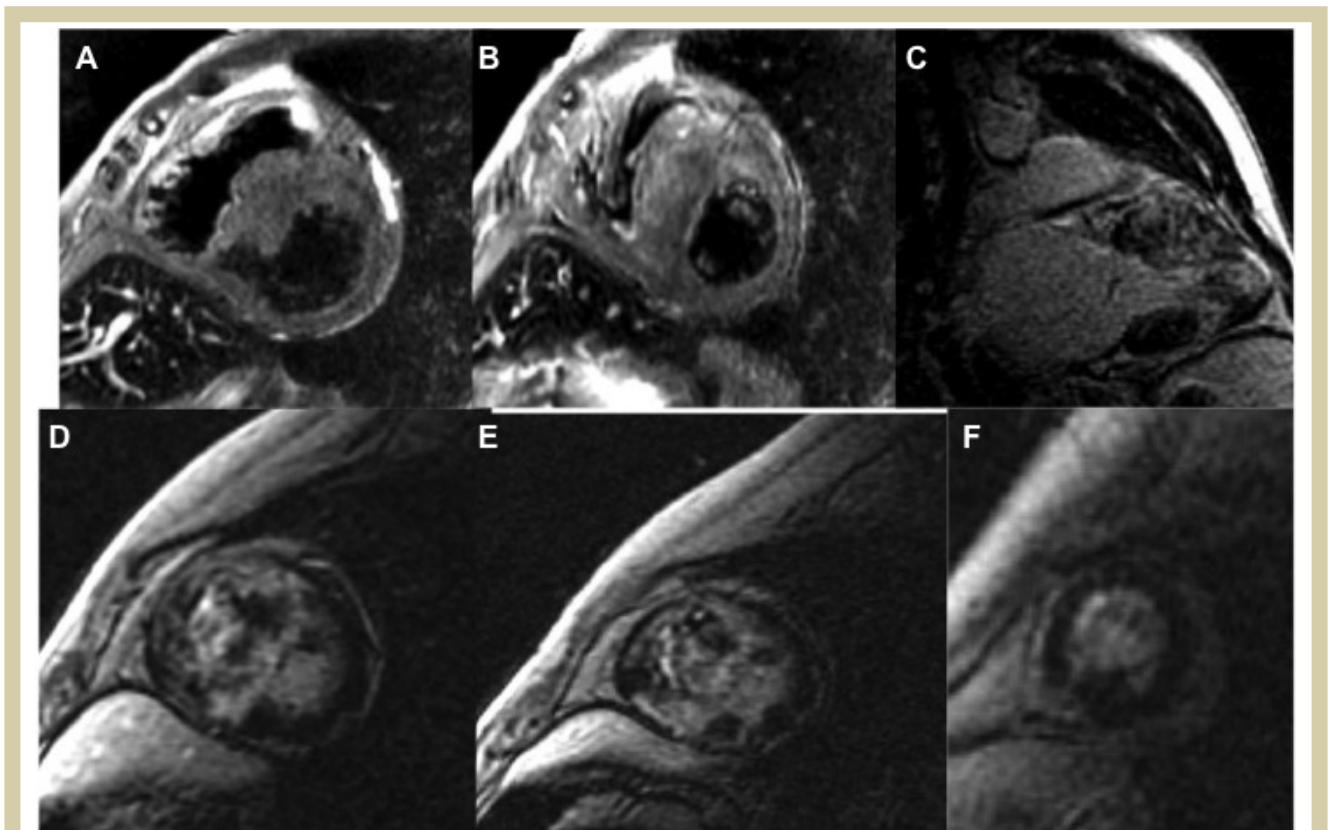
Imagen obtenida mediante resonancia nuclear magnética de un paciente con MCH. En las imágenes A y B se observa en un plano de eje corto a nivel basal, la presencia de una hipertrofia ventricular severa junto con hiperintensidad de señal en septo basal en secuencias STIR que sugiere la presencia de edema miocárdico.
